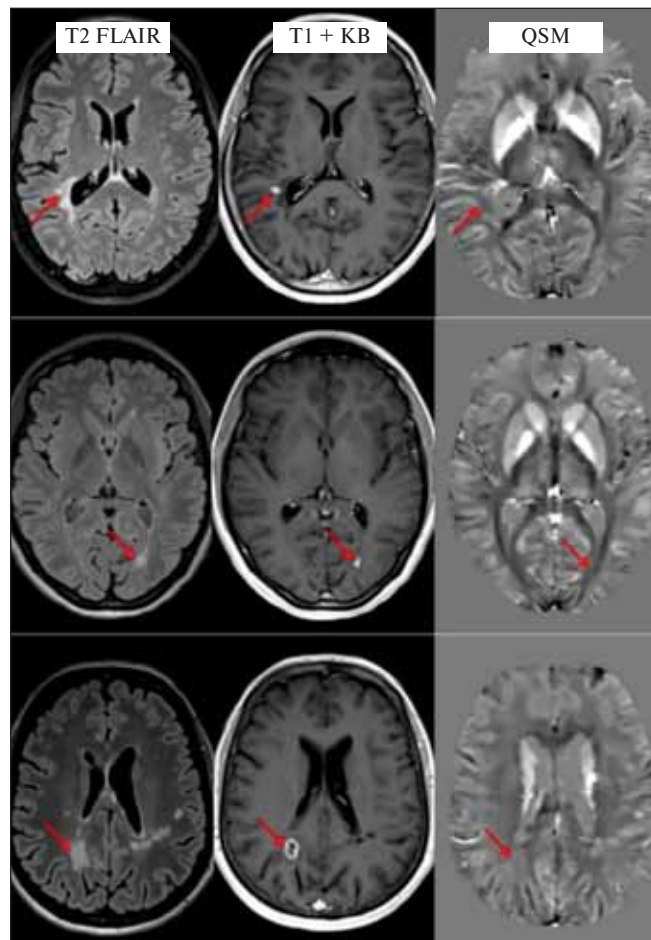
Визуализация активных очагов демиелинизации (стрелки) в режиме T1 после внутривенного контрастирования (средний столбец) в сопоставлении с T2 FLAIR (левый столбец) и QSM (правый столбец)
